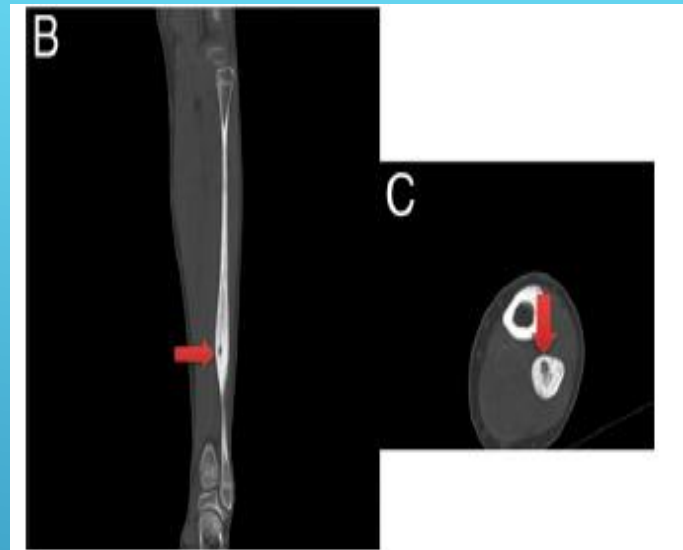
Computed tomography scan with coronal and axial cuts show the nidus and surrounding sclerosis consistent with an osteoid osteoma.
